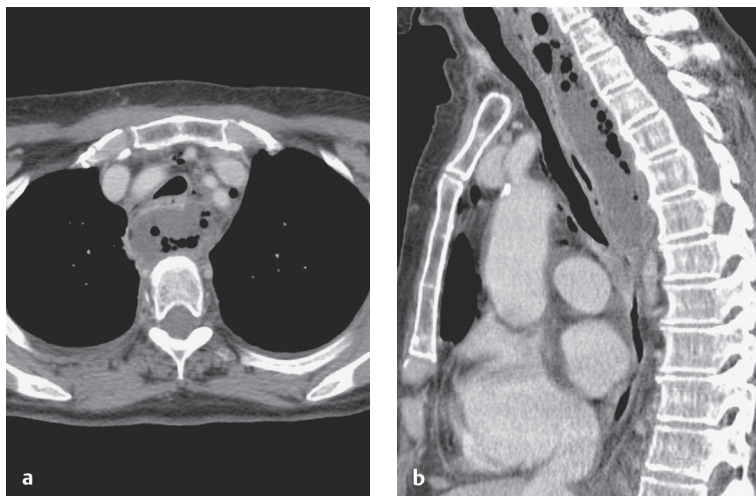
Ятрогенная перфорация пищевода у мужчины 76 лет. На КТ видно скопление значительного количества жидкости и воздуха позади трахеи и пищевода и признаки масс-эффекта.
